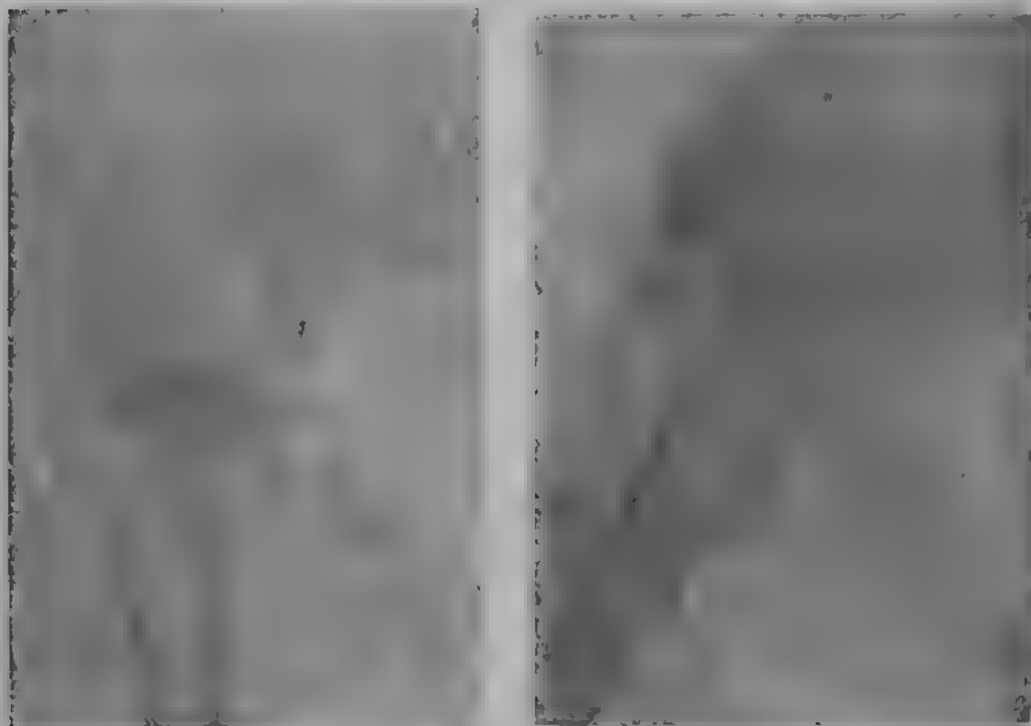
а и б. Рентгенограммы к рис. 318 а и б.
